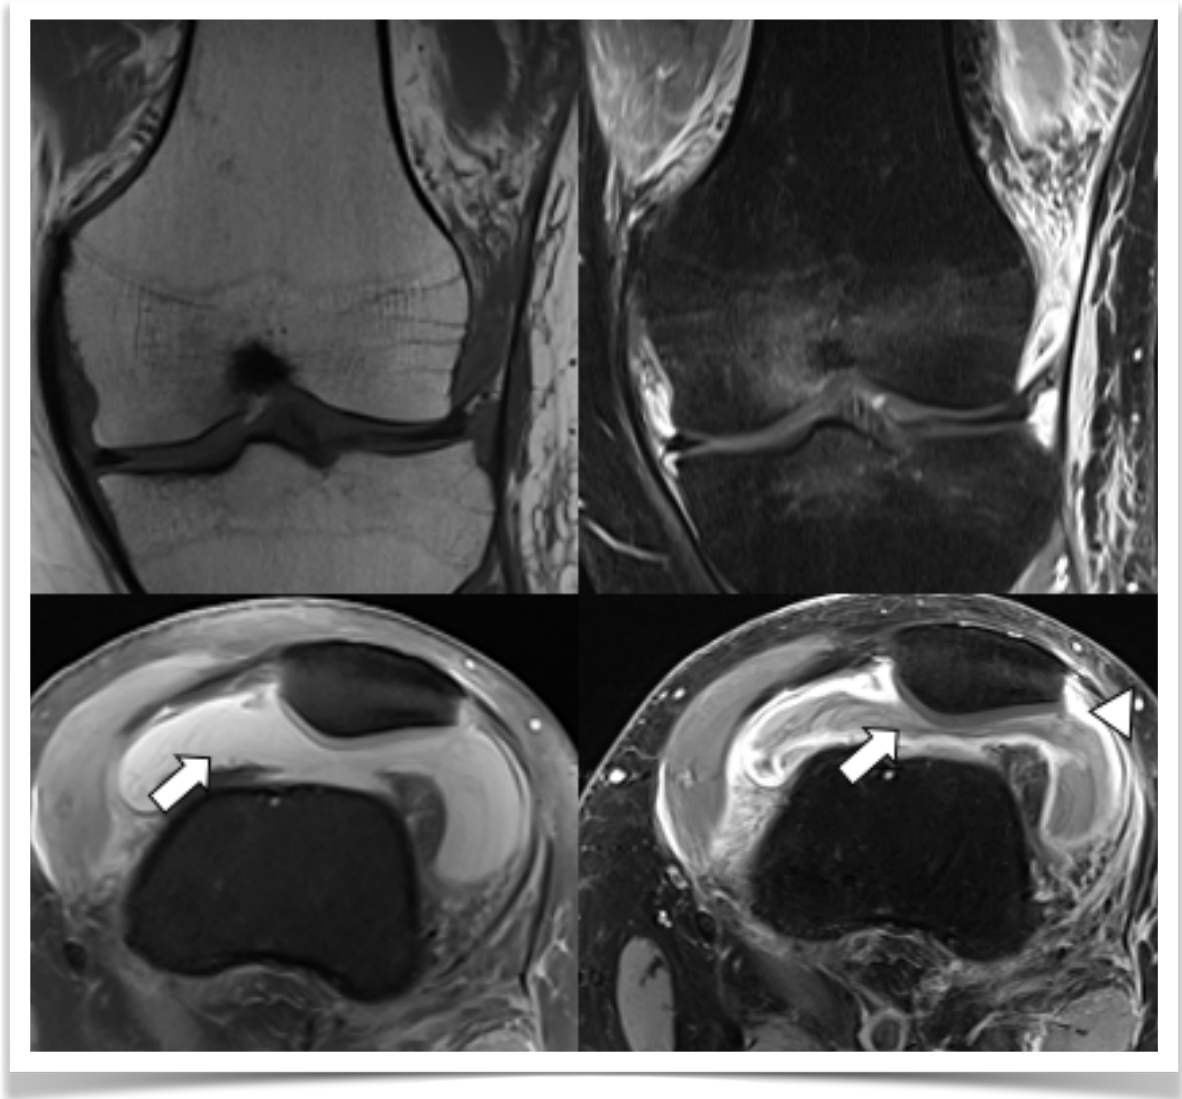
Artritis séptica adulto. RM secuencias coronales T1 y DP con supresión grasa y axiales DP con supresión grasa y T1 con supresión grasa con contraste. Derrame articular de alta señal en secuencia DP axial (flechas) y baja señal en secuencia con contraste, con realce periférico (cabeza de flecha). Edema de partes blandas adyacentes.
